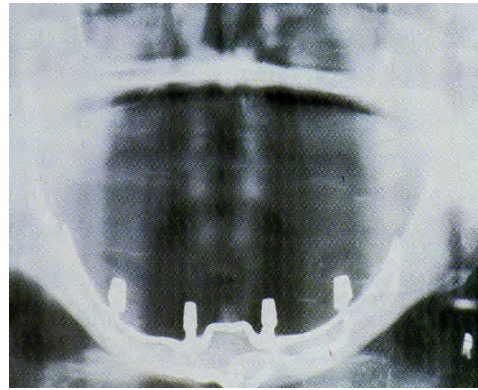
Radiografi e një implanti subperiostal
